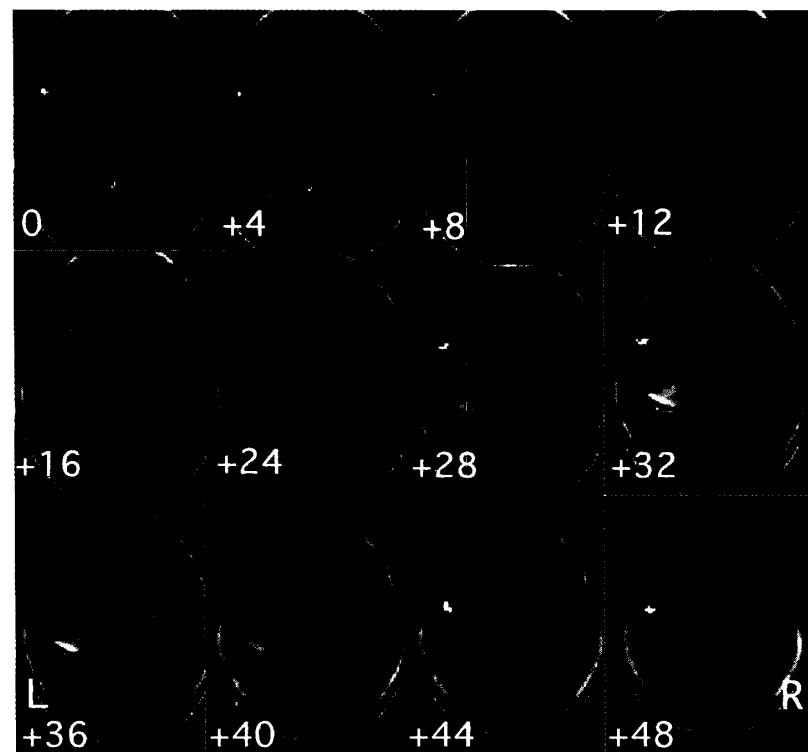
MRI T₁強調画像水平断に重ねた症例1の機能的MRI画像所見
